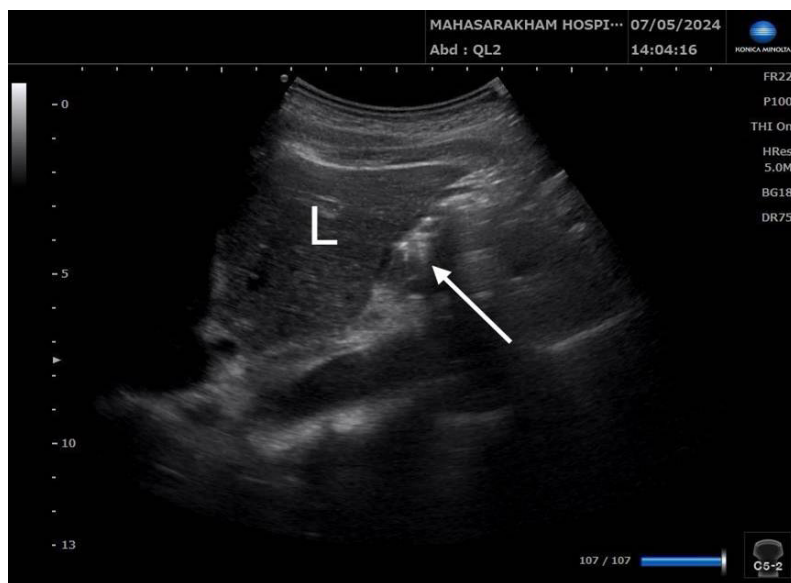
Gastric insufflation with a typical comet-tail artifact (arrow) on ultrasonography (L= liver)
